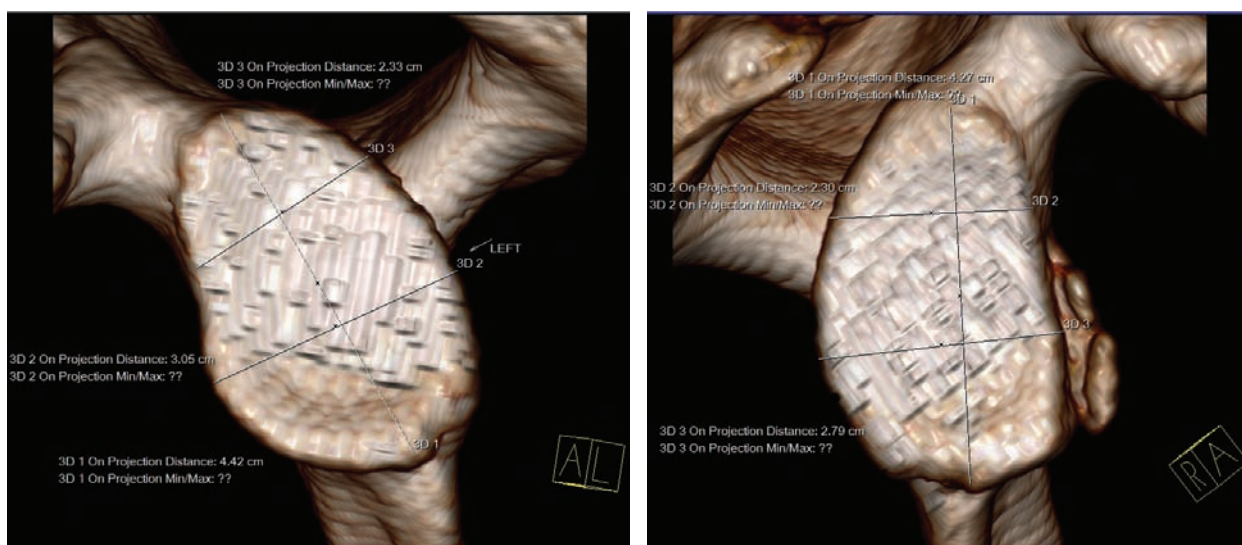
МСКТ-3D реконструкцией интактной стороны поражения плечевого сустава (а) и поврежденного плечевого сустава (б).
